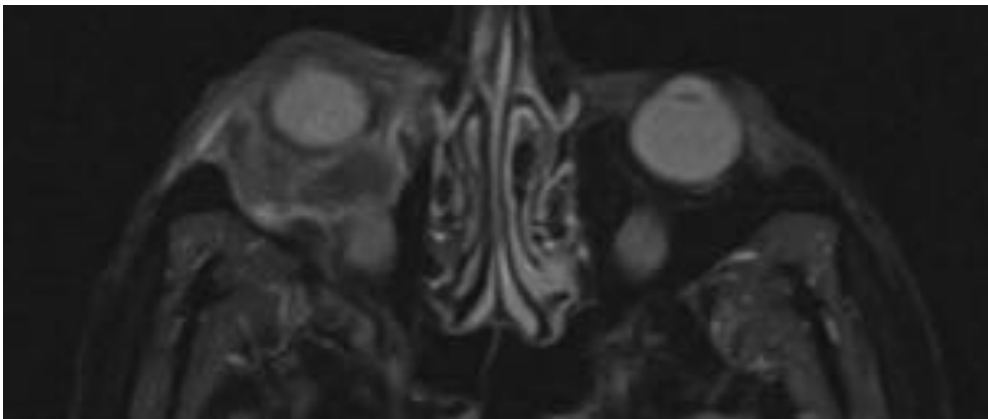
HEMANGIOMA CAVERNOSO RETROOCULAR. Paciente en estudio por neoformación orbitaria derecha, lobulada y alargada de unos 4-5 meses de evolución. Estudio de resonancia magnética mediante secuencia potenciada en T1, en la que se objetiva en región orbitaria inferior externa derecha, una masa que afecta a la grasa extra e intraconal, y se extiende desde la vertiente ínfero-externa hasta el plano medial y postero-inferior.
